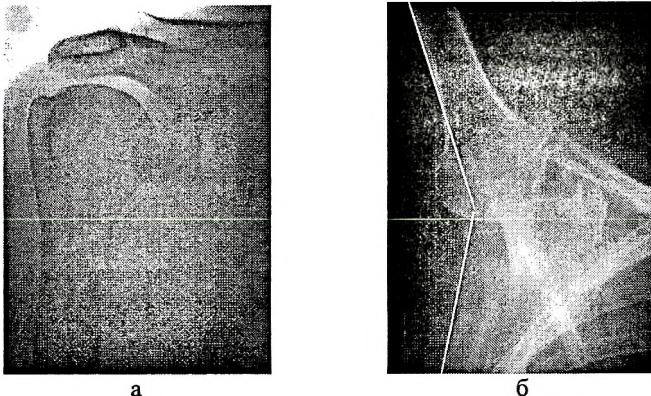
Рентгенограммы плечевого сустава, передне-задняя проекция. Состояние физиологического покоя (а). Раскрытие плече-лопаточного угла (б).
